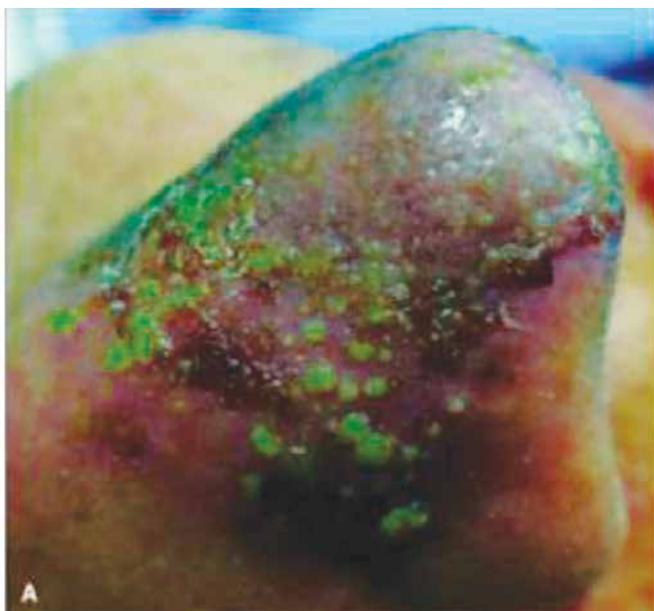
Necrose da pele após injeção de ácido hialurônico em paciente com 35 anos de idade. A) Aparência clínica após a segunda injeção de ácido hialurônico puro. B) Color Doppler (visão transversa, examinada três dias após injeção) mostrando nódulo sólido hipocogênico subclínico que corresponde a granuloma secundário a injeção anterior (seis meses antes). Note o espessamento, hipocogenicidade e hipovascularização da derme (estrela), na metade anterior o aspecto do nariz. A letra “c” indica cartilagem e a letra “g”, granuloma ¹.
